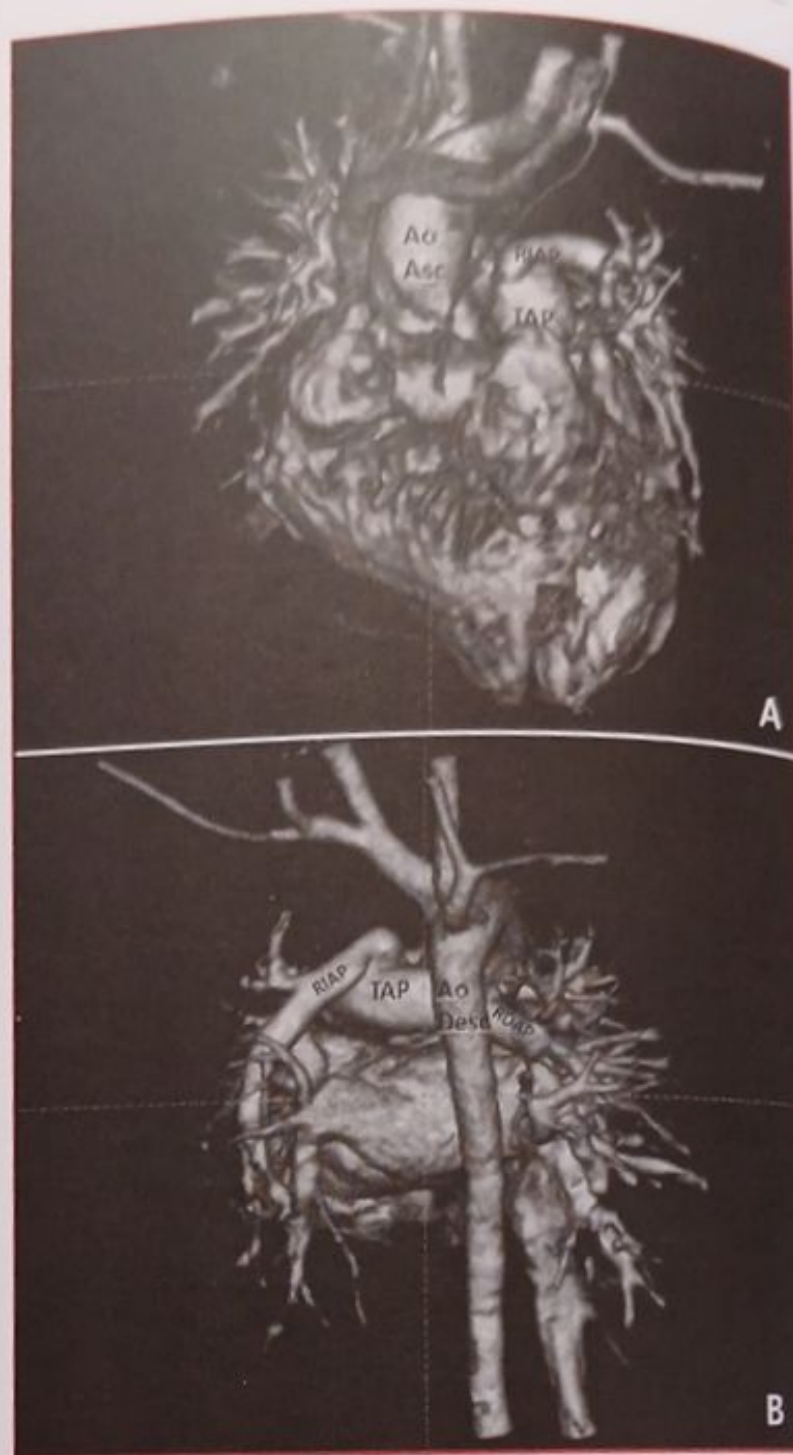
A. Reconstrucción volumétrica de angiotomografía (vista oblicua), que muestra corrección quirúrgica con emergencia de la rama arterial pulmonar izquierda a partir del tronco de la arteria pulmonar. Ao Asc: Aorta ascendente torácica. RIAP: Rama izquierda de la arteria pulmonar. TAP: Tronco de la arteria pulmonar. B. Reconstrucción volumétrica de angiotomografía (vista posterior), que muestra corrección quirúrgica con emergencia de la rama arterial pulmonar derecha nativa y la rama arterial pulmonar izquierda recolocada originándose a partir del tronco de arteria pulmonar. Ao Desc: Aorta descendente torácica. RDAP: Rama derecha de la arteria pulmonar. RIAP: Rama izquierda de la arteria pulmonar. TAP: Tronco de la arteria pulmonar.
